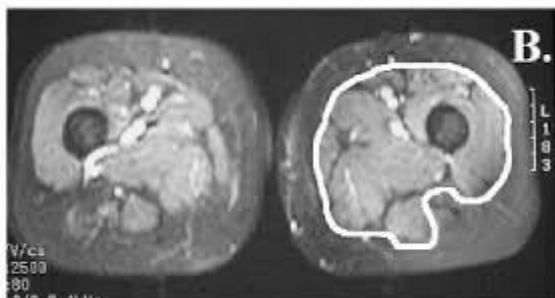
Exemple de afecțiuni musculare cu RMN (A) Faza de acutizare a bolii
